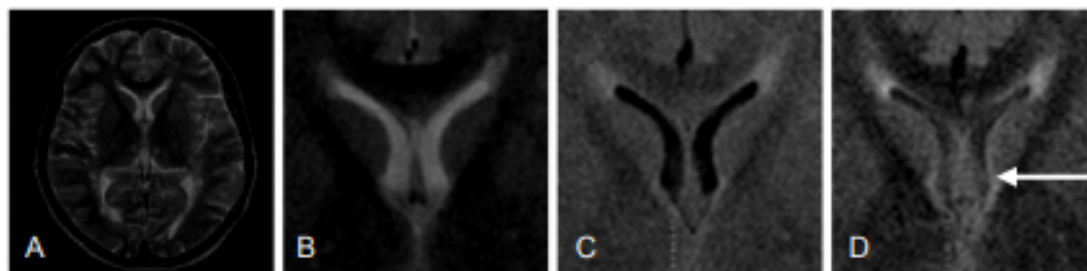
МР-изображения желудочков мозга с интерстициальным отеком при гидроцефалии: А — T_2 ВИ, В — T_2 ВИ, С — FLAIR ($TI = 1.3$ с), D — FLAIR ($TI = 1.8$ с)
